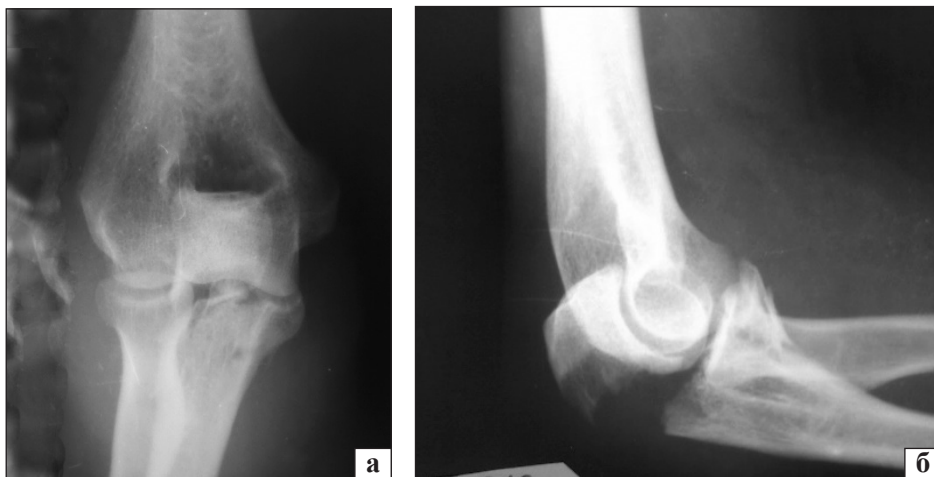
Рентгенограммы локтевого сустава пациентки П. при первичном обращении в лечебное учреждение: прямая (а) и боковая (б) проекции
